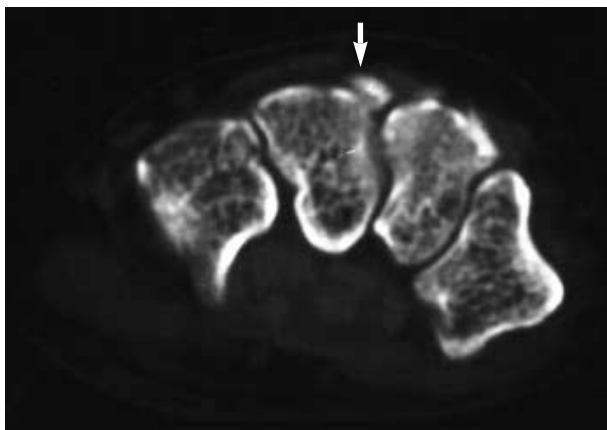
Computed tomogram-Separate accessory ossicle with associated degenerative change was seen on the capitate and trapezoid.
